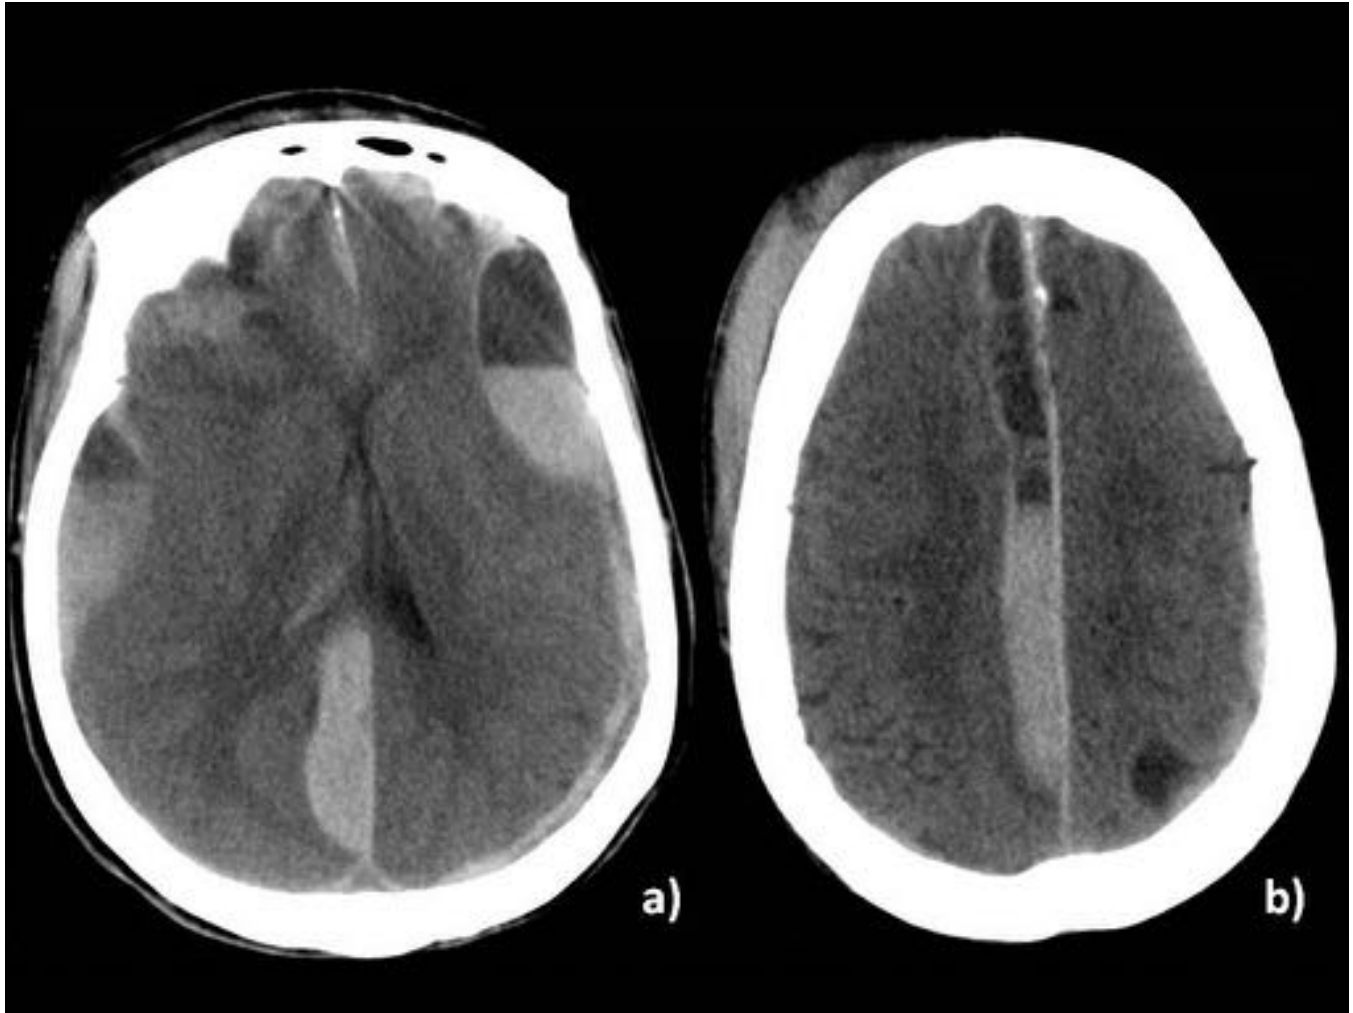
Hematomas subdurales con niveles de densidad (efecto del hematocrito) en TC craneal sin contraste iv. Se visualizan hematomas subdurales bilaterales (a pesar de la morfología lenticular, atraviesan suturas) en región parietotemporal con extensión parafalciana. Las colecciones presentan niveles de densidad, mayor densidad en la parte declive (efecto hematocrito). Se asocia un hematoma subgaleal frontal derecho.
